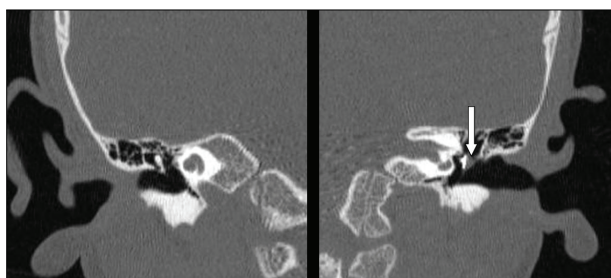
Postoperative temporal bone CT scan after 6 months. There is no evidence of recurrence. Arrow : total ossicular replacement prosthesis covered by cartilage.
